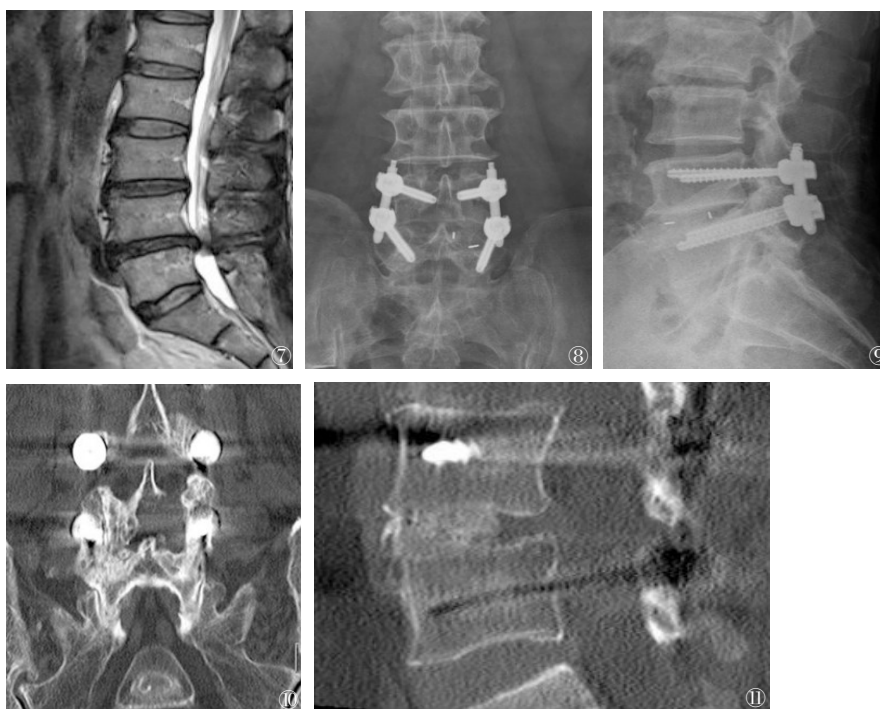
~11 男性,52岁,L4/5节段椎管狭窄患者,采用机器人组手术方式进行手术。图8,9 术后腰椎正、侧位片;图10 术后CT冠状位可见椎板的减压范围,保留了对侧大部分椎板和下关节突,减压侧的上关节突;图11 术后1年矢状位CT可见椎间骨性融合
